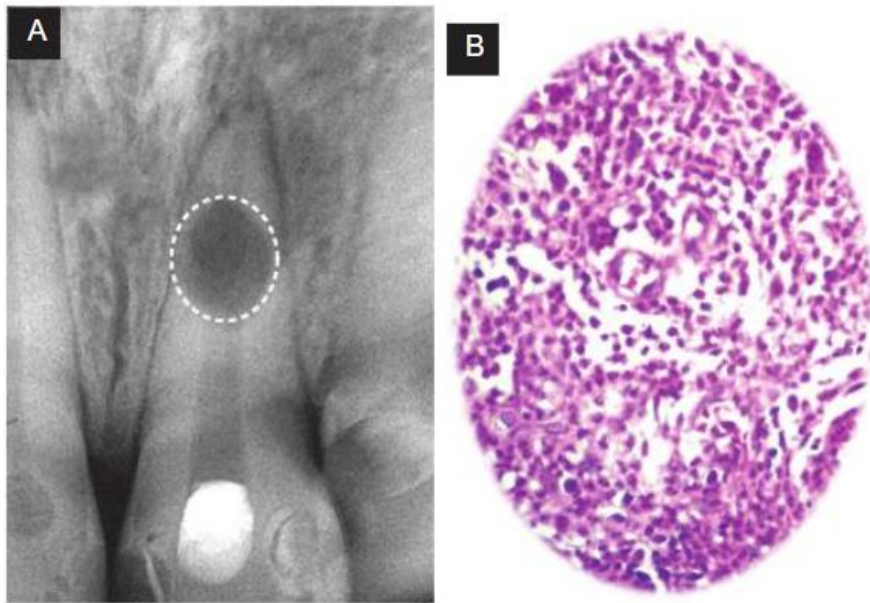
Radiografía de un incisivo con gran reabsorción interna (A) y aspecto histológico de la pulpa eliminada (B). (2)
